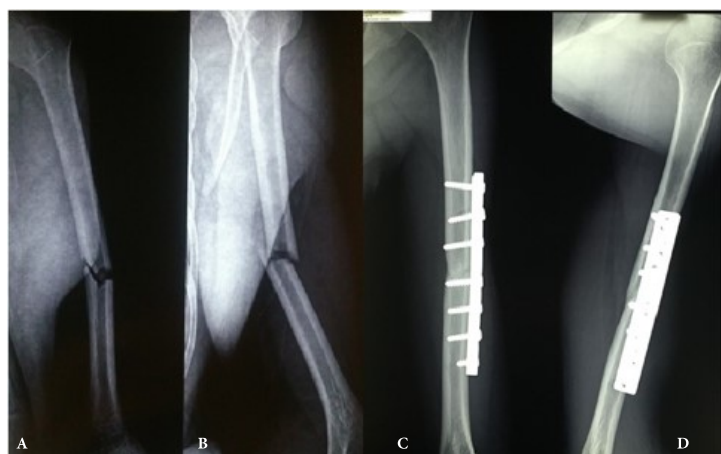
(A) Radiografía de húmero izquierdo evidenciando fractura oblicua del tercio medio del húmero: Vista anteroposterior. (B) Vista lateral. (C) Radiografía de húmero izquierdo 11 semanas tras tratamiento con ondas de choque extracorpóreas mostrando consolidación completa de la fractura: Vista anteroposterior. (D) Vista lateral.
